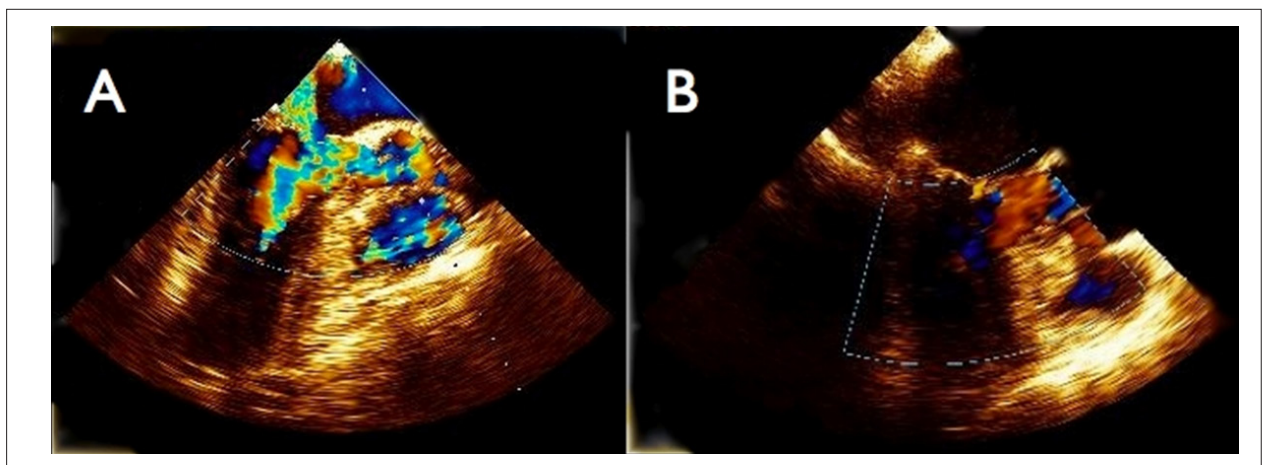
Imagen de la VSVI con Doppler color por el ecocardiograma transesofágico a nivel de esófago medio con 120° de angulación del transductor y test provocativo con isoproterenol. Presencia de flujo turbulento (gradiente elevado) en la VSVI e insuficiencia mitral significativa antes de la miectomía (A), con desaparición del flujo turbulento en VSVI y ausencia de insuficiencia mitral después de la resección (B).
